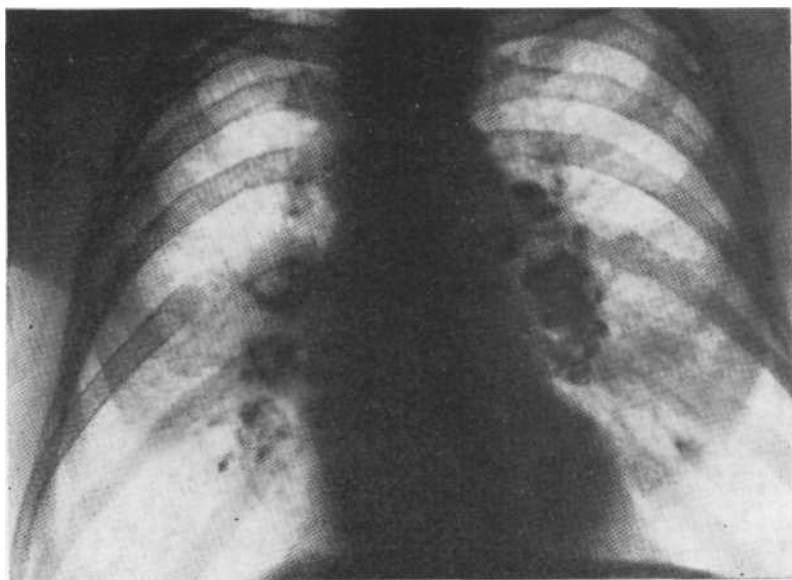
Обзорная рентгенограмма. Обызвествление лимфатических узлов при силикозе.
